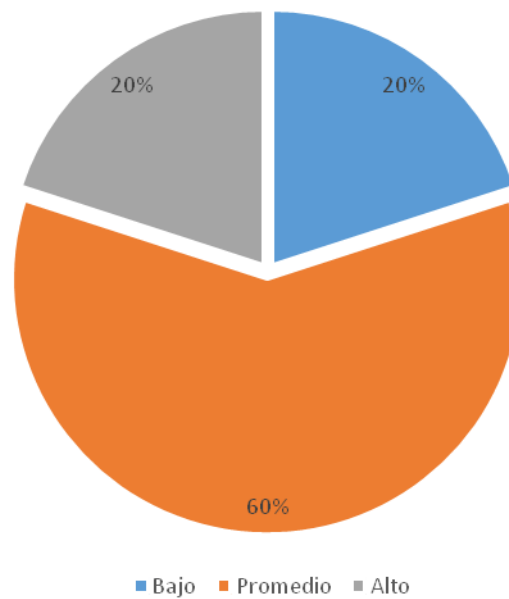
Medición de 1RM Post Entrenamiento del Grupo Experimental 1.
